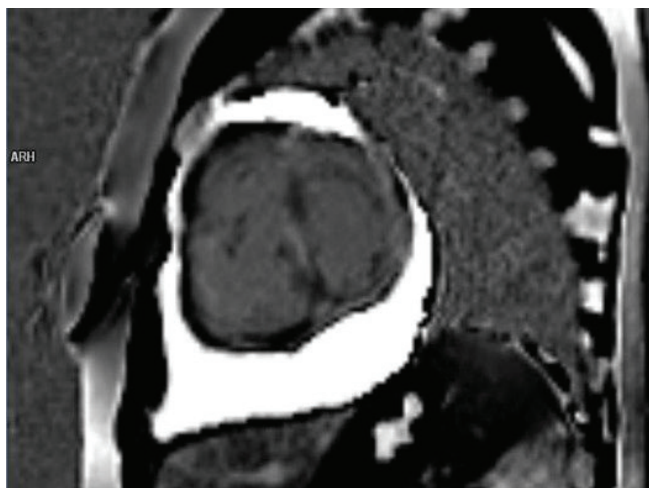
Магнитно-резонансная томография сердца с контрастным усилением. Массивный перикардиальный выпот, неспецифические фиброзные изменения в толще миокарда.
